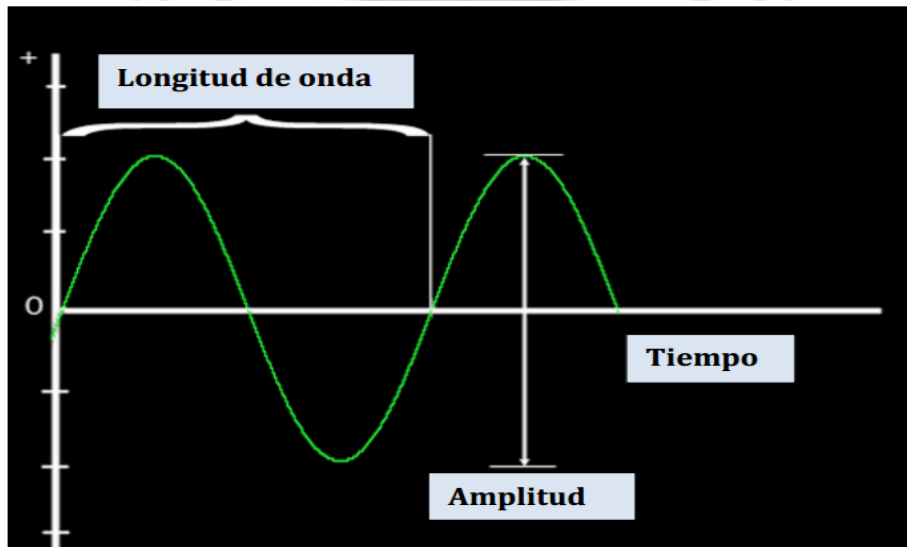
Onda Sonora Y Sus Características (Manual de ecografía clínica)
